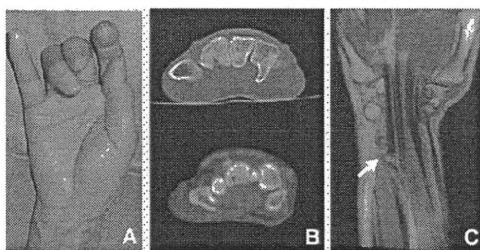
(A) 入院時所見, 小指屈曲不可 (B) CT像 (C) MRIT2強調像, 腱断裂断端を認めた (矢印)。
